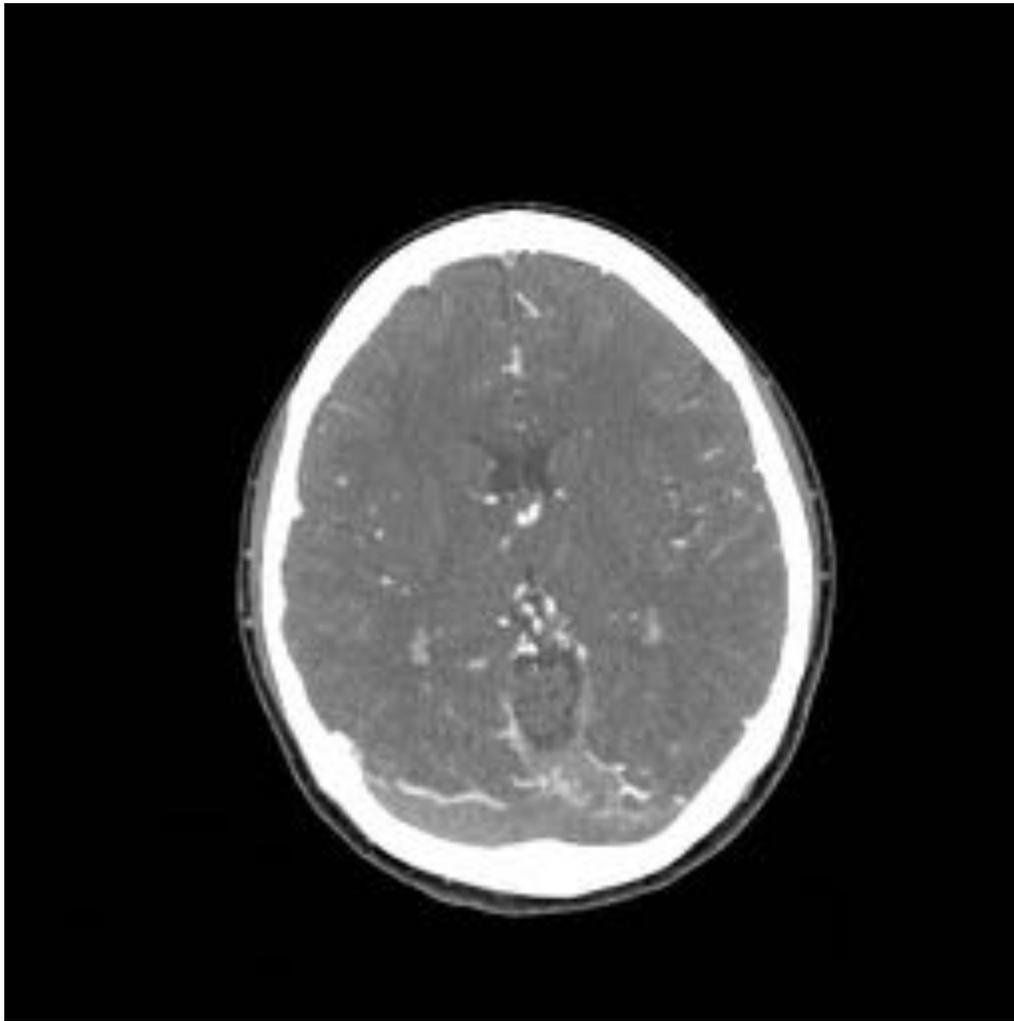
Misma paciente que en la Fig. 1. TC craneal tras introducción de CIV. Trombosis de ambos senos transversos.
